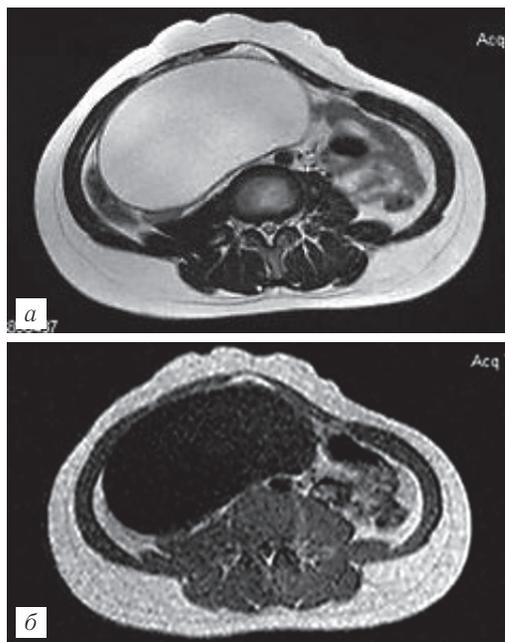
Альвеококкоз правой доли печени. Магнитно-резонансная томограмма: а — T2-ВИ, б — T1-ВИ в аксиальной плоскости, в — T2-ВИ в коронарной плоскости.
